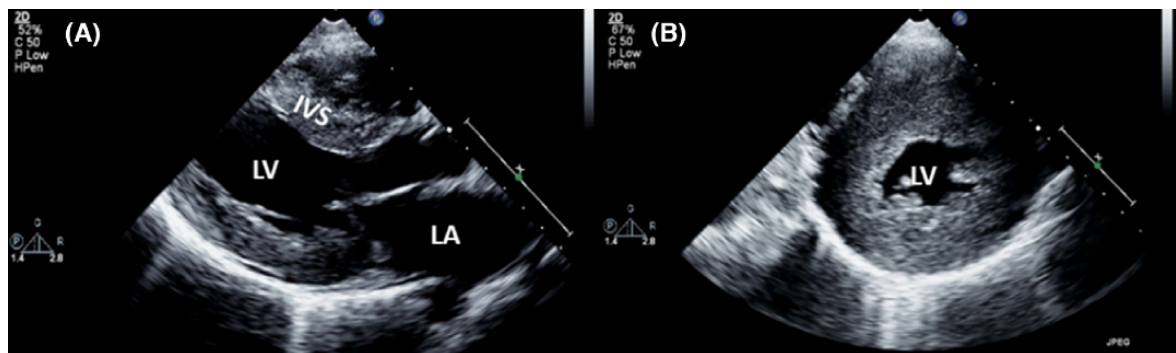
(A) TTE 2D finestra parasternale sinistra asse lungo di LV e LA che mostra un marcato ispessimento del setto IV; (B) TTE 2D finestra parasternale sinistra asse corto che mostra un'ipertrofia simmetrica di LV (23)
